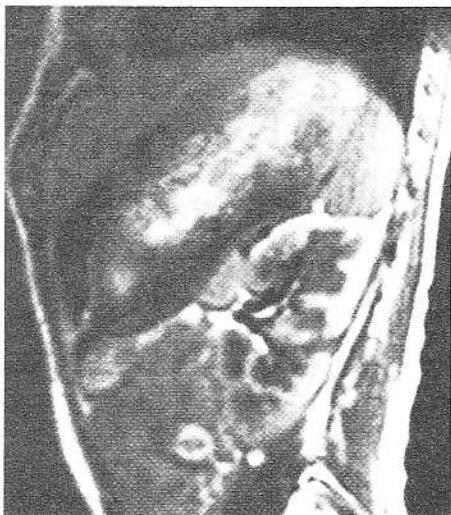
MRI of left kidney after two courses of chemotherapy. Hypo-intense (fibrotic?) tear at posterior aspect of kidney.
